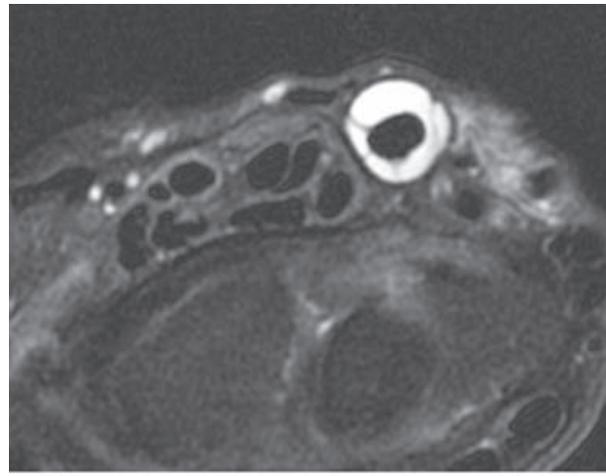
IRM coupes axiales T2. Tendinopathie du fléchisseur radial du carpe avec épanchement abondant dans la gaine synoviale réalisant une tuméfaction à la face palmaire du poignet.
